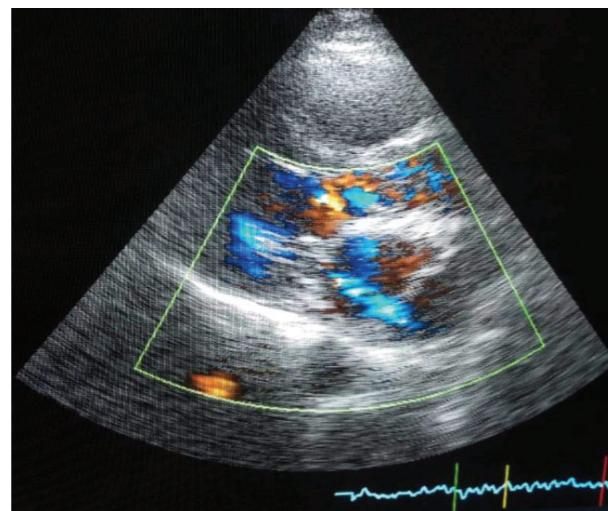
Transthoracic echocardiogram with Doppler
